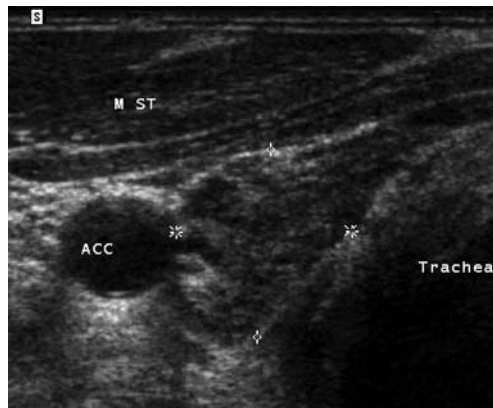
Chronisch lymphozytäre Thyreoiditis mit latenter Hypothyreose. Bei einer depressiven Verstimmung wurde ein TSH basal von 30 mU/l mit leicht erniedrigten peripheren Schilddrüsenwerten festgestellt. a In der Sonografie sieht man eine ausgeprägt echoarme, normalvolumige Schilddrüse mit vermehrter Durchblutung. b In der A. thyroidea superior wird eine systolische Maximalgeschwindigkeit von 27 cm/s (Normalbefund) gemessen. Die genannten Befunde machen trotz negativer Antikörper eine chronische Thyreoiditis sehr wahrscheinlich. Eine Punktion ist nicht notwendig, eine Substitutionstherapie mit Schilddrüsenhormon in ansteigender Dosis wird eingeleitet, darunter Abnahme der Durchblutung.
